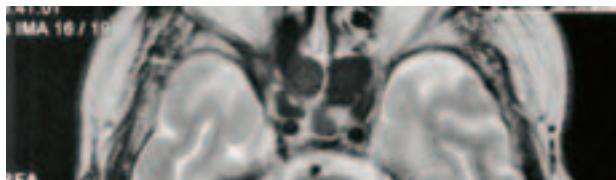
MRI – apex of the right orbit is filled with nonspecific inflammatory tissue
